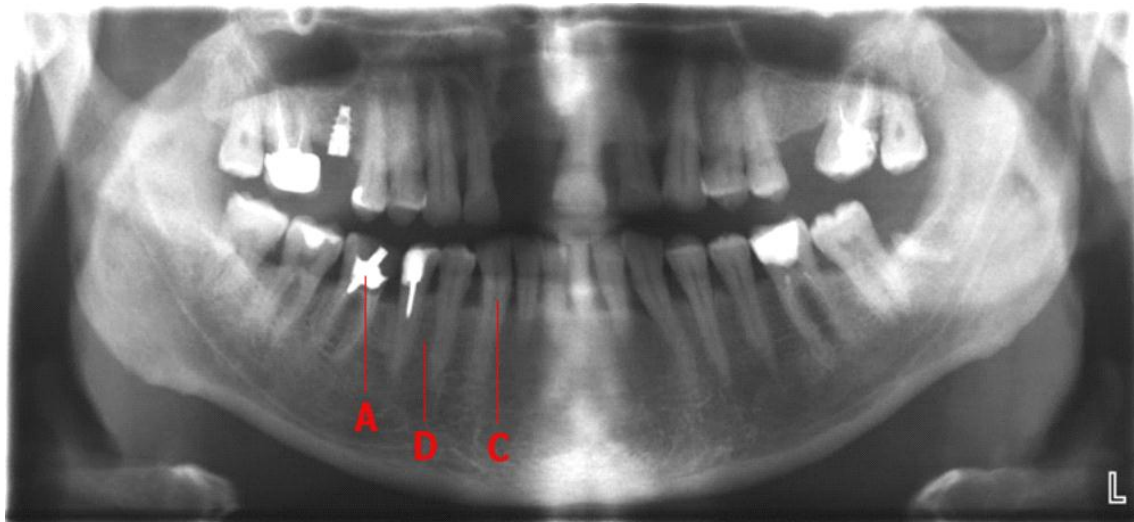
Рівні яскравості на ортопантомограмі
